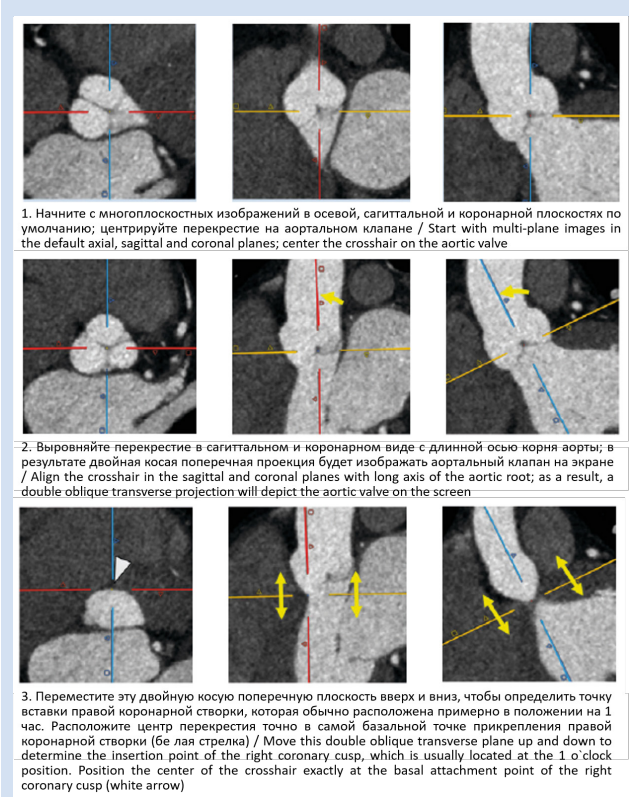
Некоторые этапы анализа мультиспиральной компьютерной томографии для выполнения количественной обработки изображений с выбором того или иного вида и типоразмера транскатетерного протеза аортального клапана [3]
